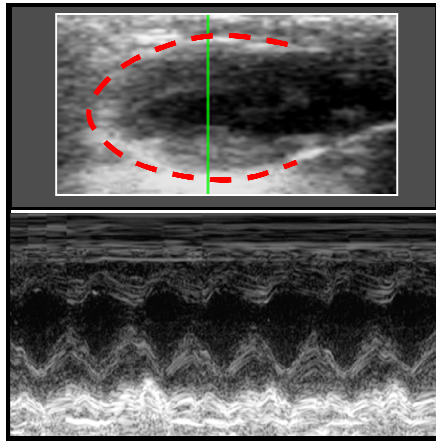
Esempio di immagine ecocardiografica di un cuore di topo wt. In alto è riportata un'immagine bidimensionale ottenuta in asse lungo e in basso il profilo M-mode riferito al piano indicato dalla linea verde nel pannello superiore.
